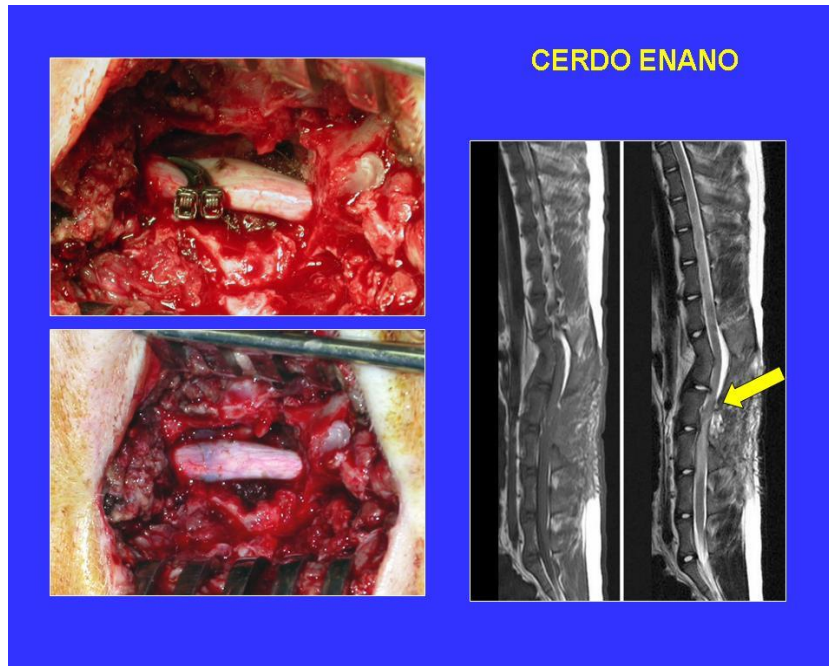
Modelo experimental de paraplejia traumática en el cerdo adulto. A la izquierda se muestra la técnica quirúrgica para realizar la lesión, mediante compresión durante 30 minutos de la médula con 2 clips de aneurisma. Abajo, a la izquierda, se aprecia la lesión realizada. A la derecha se observa cómo se puede estudiar la lesión efectuada, por medio de RM. La flecha muestra la lesión medular, a los 5 días de haberse producido la compresión.
